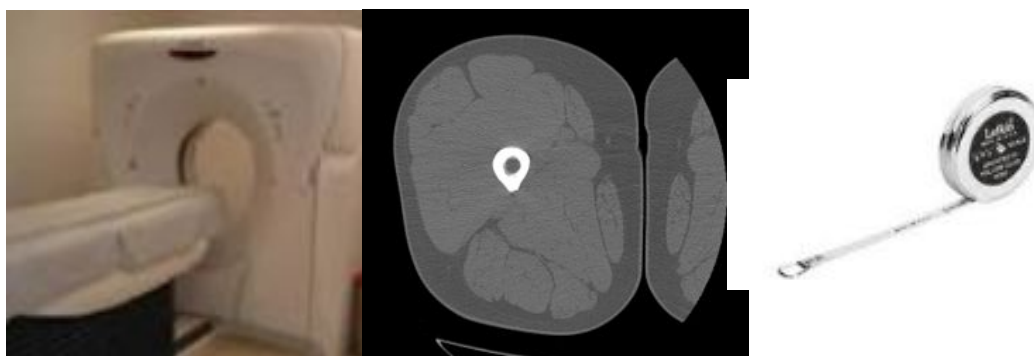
CT를 이용한 근 비대 및 둘레 측정
